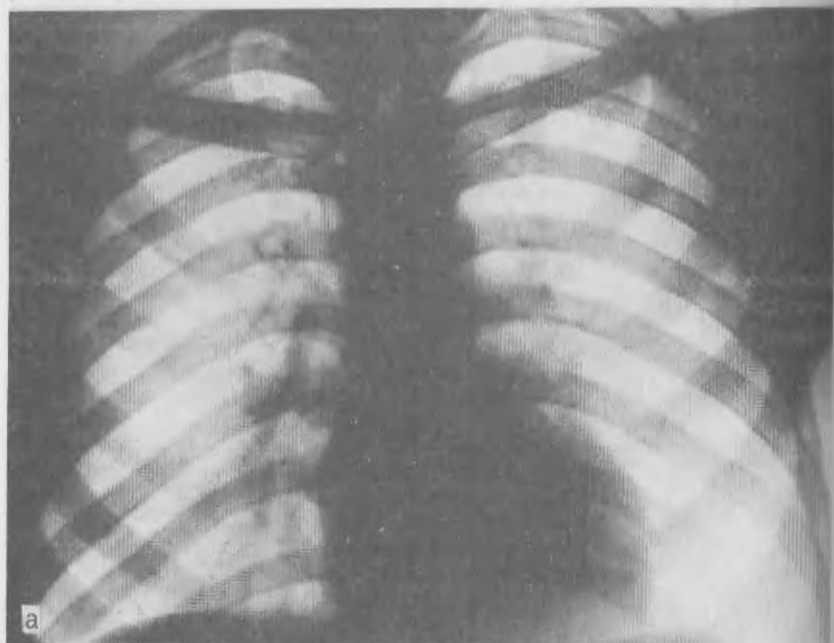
Обзорные рентгенограммы (а, б), произведенные с интервалом в 3 года.
